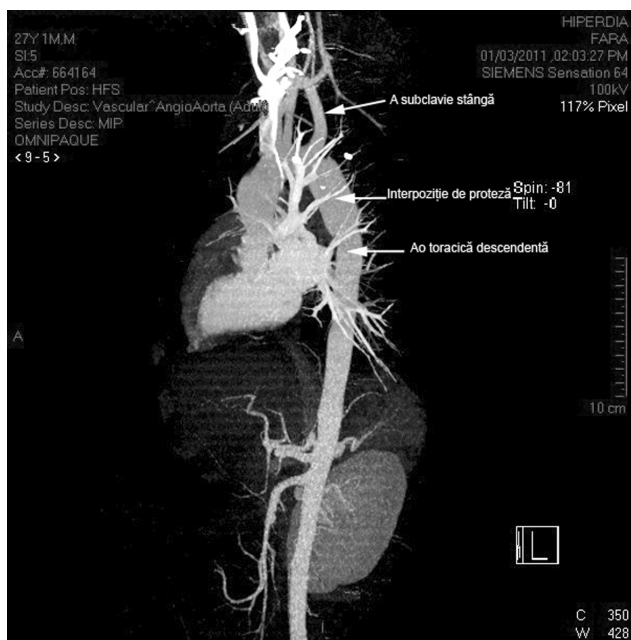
Angio-CT de control la 3 luni. Interpoziție de proteză permeabilă, fără semne de ruptură tardivă.
